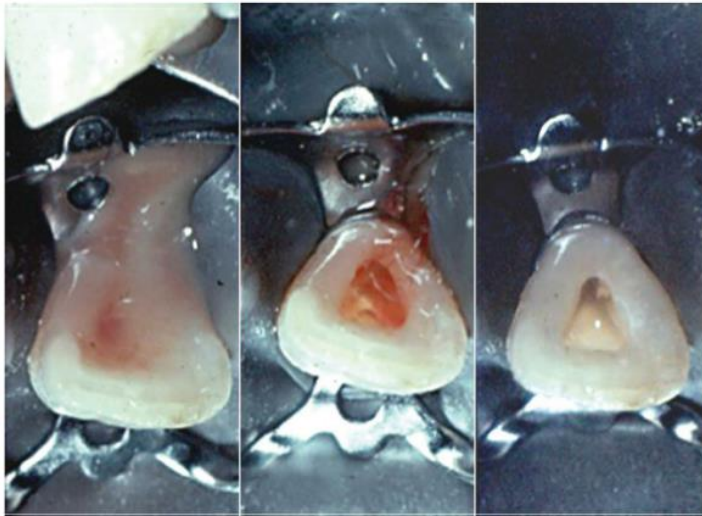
Diente no vital con drenaje activo del área periapical a través del conducto.(6)
